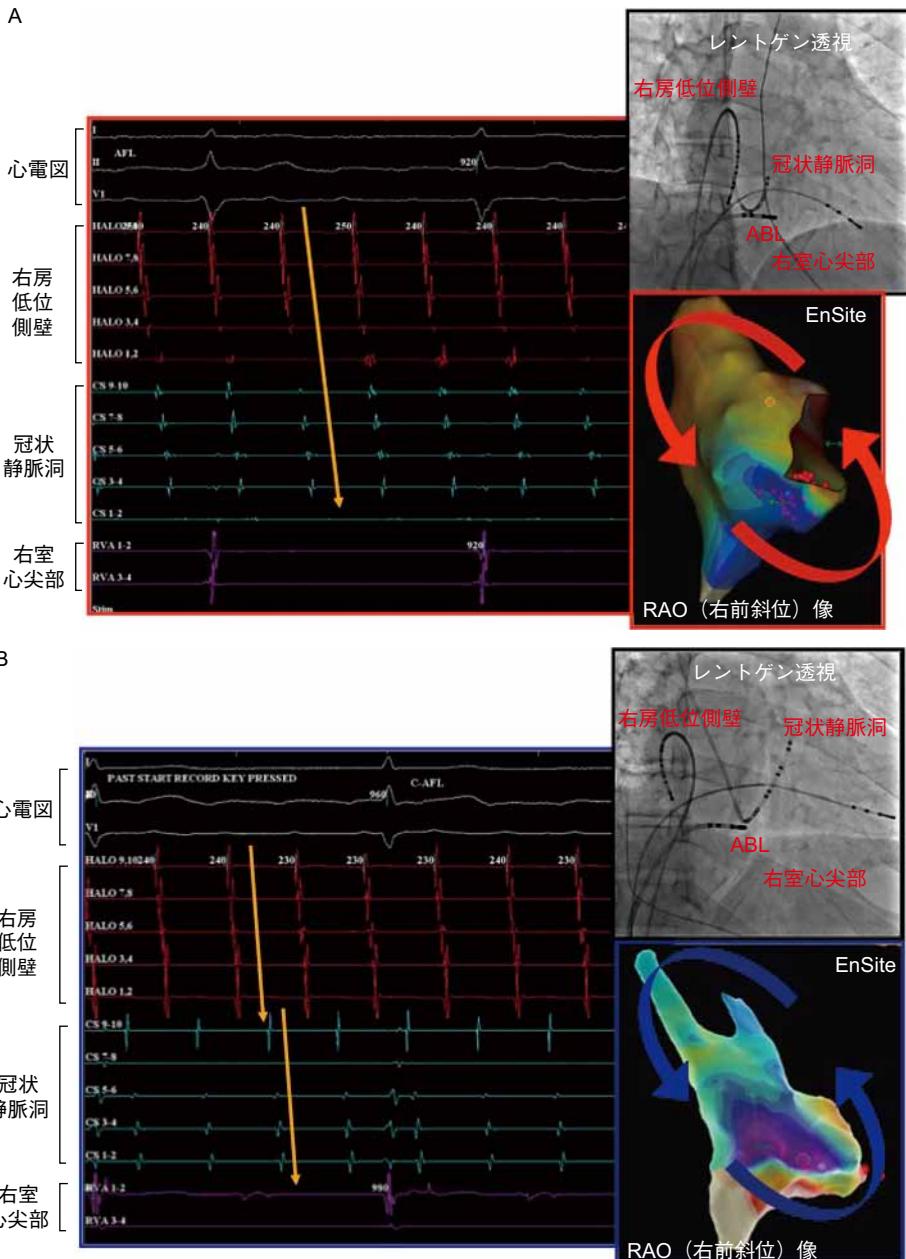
心房粗動中の心内電位、X線透視画像および右房内のカラーマッピング(EnSite NavX)画像
